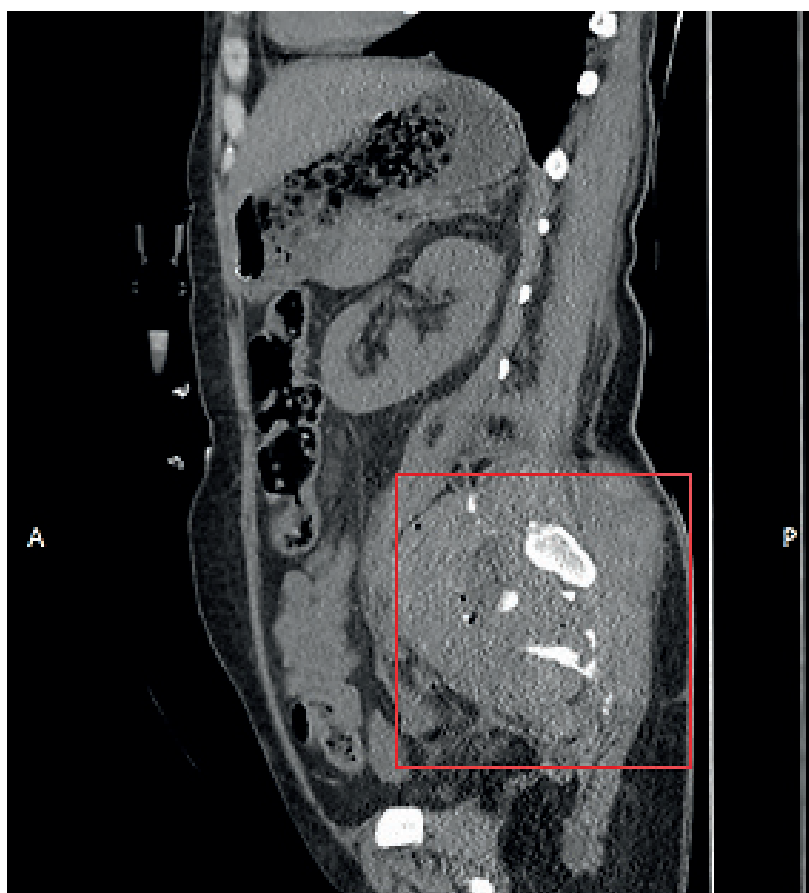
Компьютерная томограмма малого таза больной 41 года.
